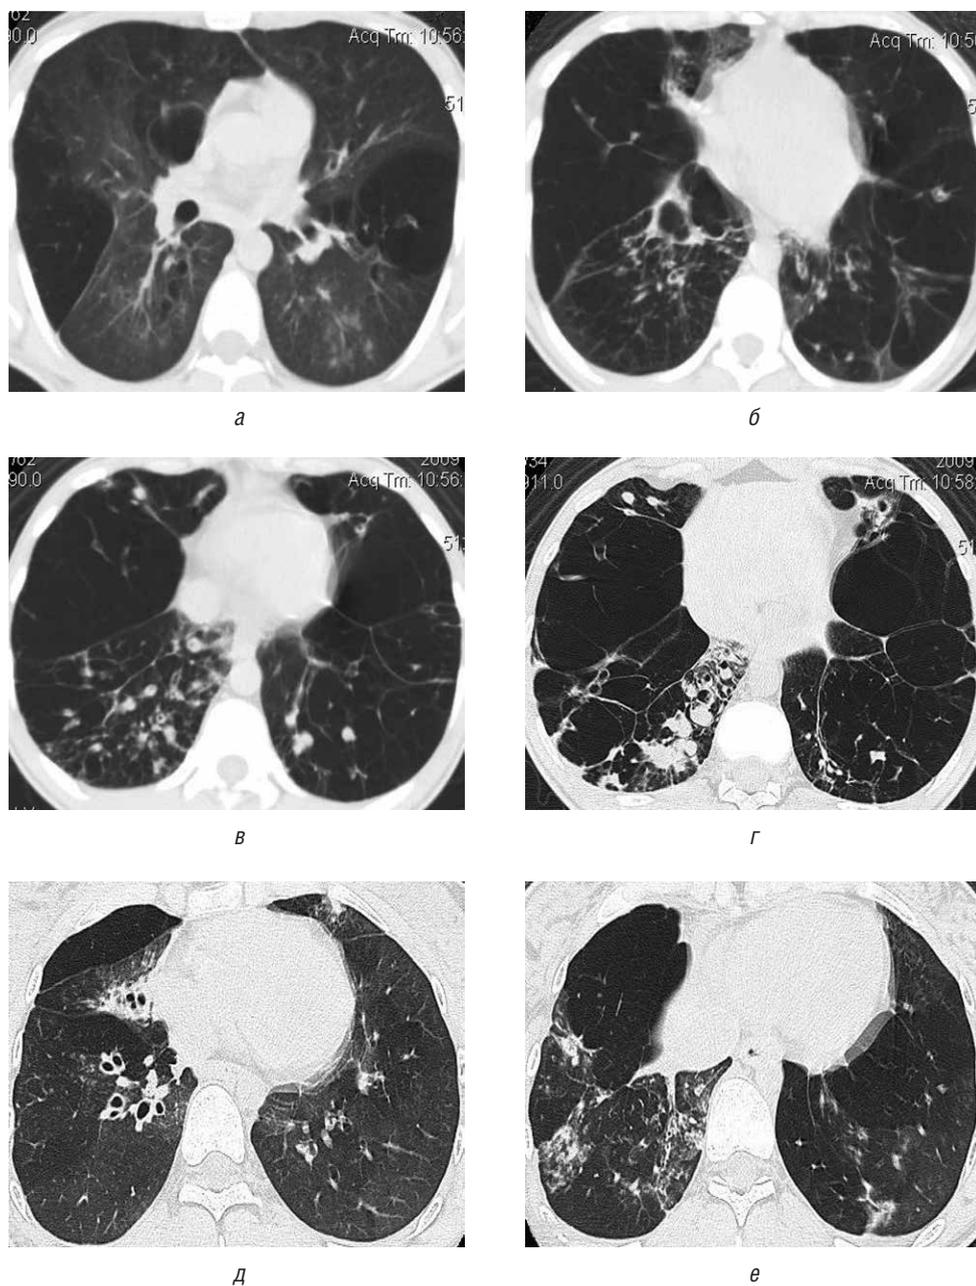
Больная К., 20 лет. Диагноз: облитерирующий бронхиолит, тяжелое прогрессирующее течение, ДН II. Компьютерная томограмма: воспалительная инфильтрация в нижней доле правого легкого, распространенные цилиндрические бронхоэктазы. Мозаичность легочной вентиляции с обеих сторон
